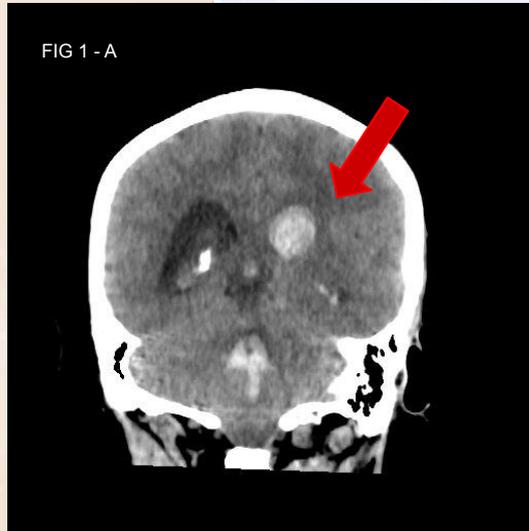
A-B: Tomografía de cráneo corte coronal(A) y corte axial(B). Hemorragia tetraaventricular a predominio izquierdo, asociado a borramiento de las cisternas peritroncales y de la base de cráneo (hipertensión endocraneana).
